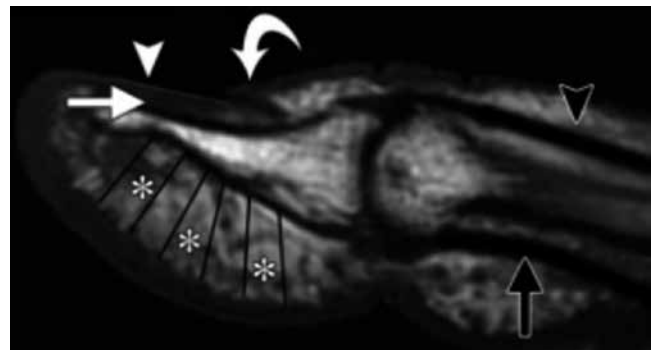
Imagen por resonancia magnética, corte sagital obtenido en T1. Se observa la compleja anatomía de la punta digital. Se distingue la lámina ungueal (cabeza de flecha), la matriz estéril (flecha blanca), el eponiquio (flecha curva), los septos verticales de la punta digital (asteriscos), el tendón flexor (flecha negra) y el tendón extensor (cabeza de flecha negra). Tomado de: Patel DB, et al.¹²
